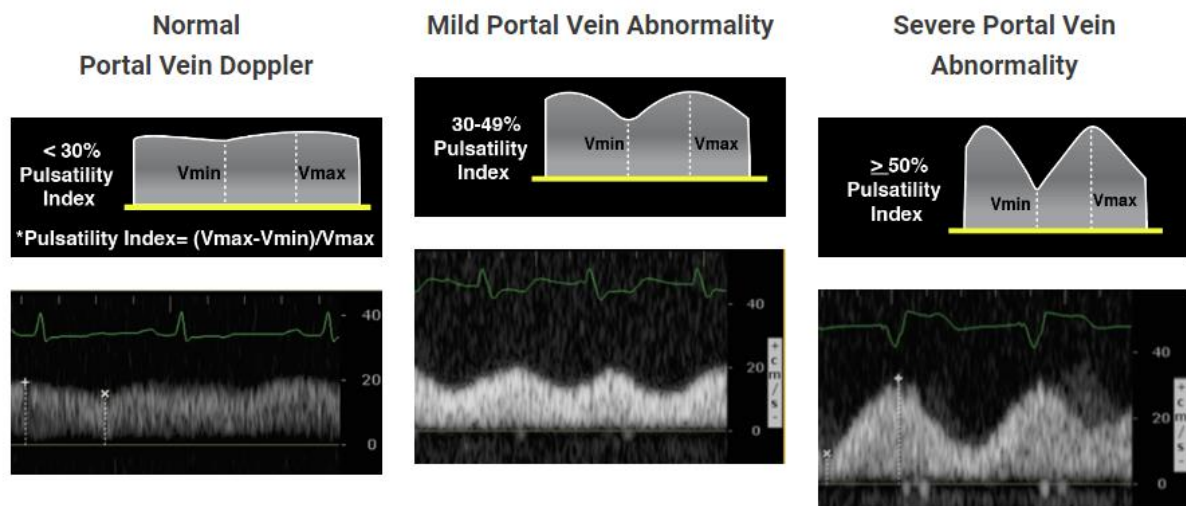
Aspect du flux porte en fonction du degré de congestion. Issu de <https://www.pocus101.com/vexus-ultrasound-score-fluid-overload-and-venous-congestion-assessment/>.
